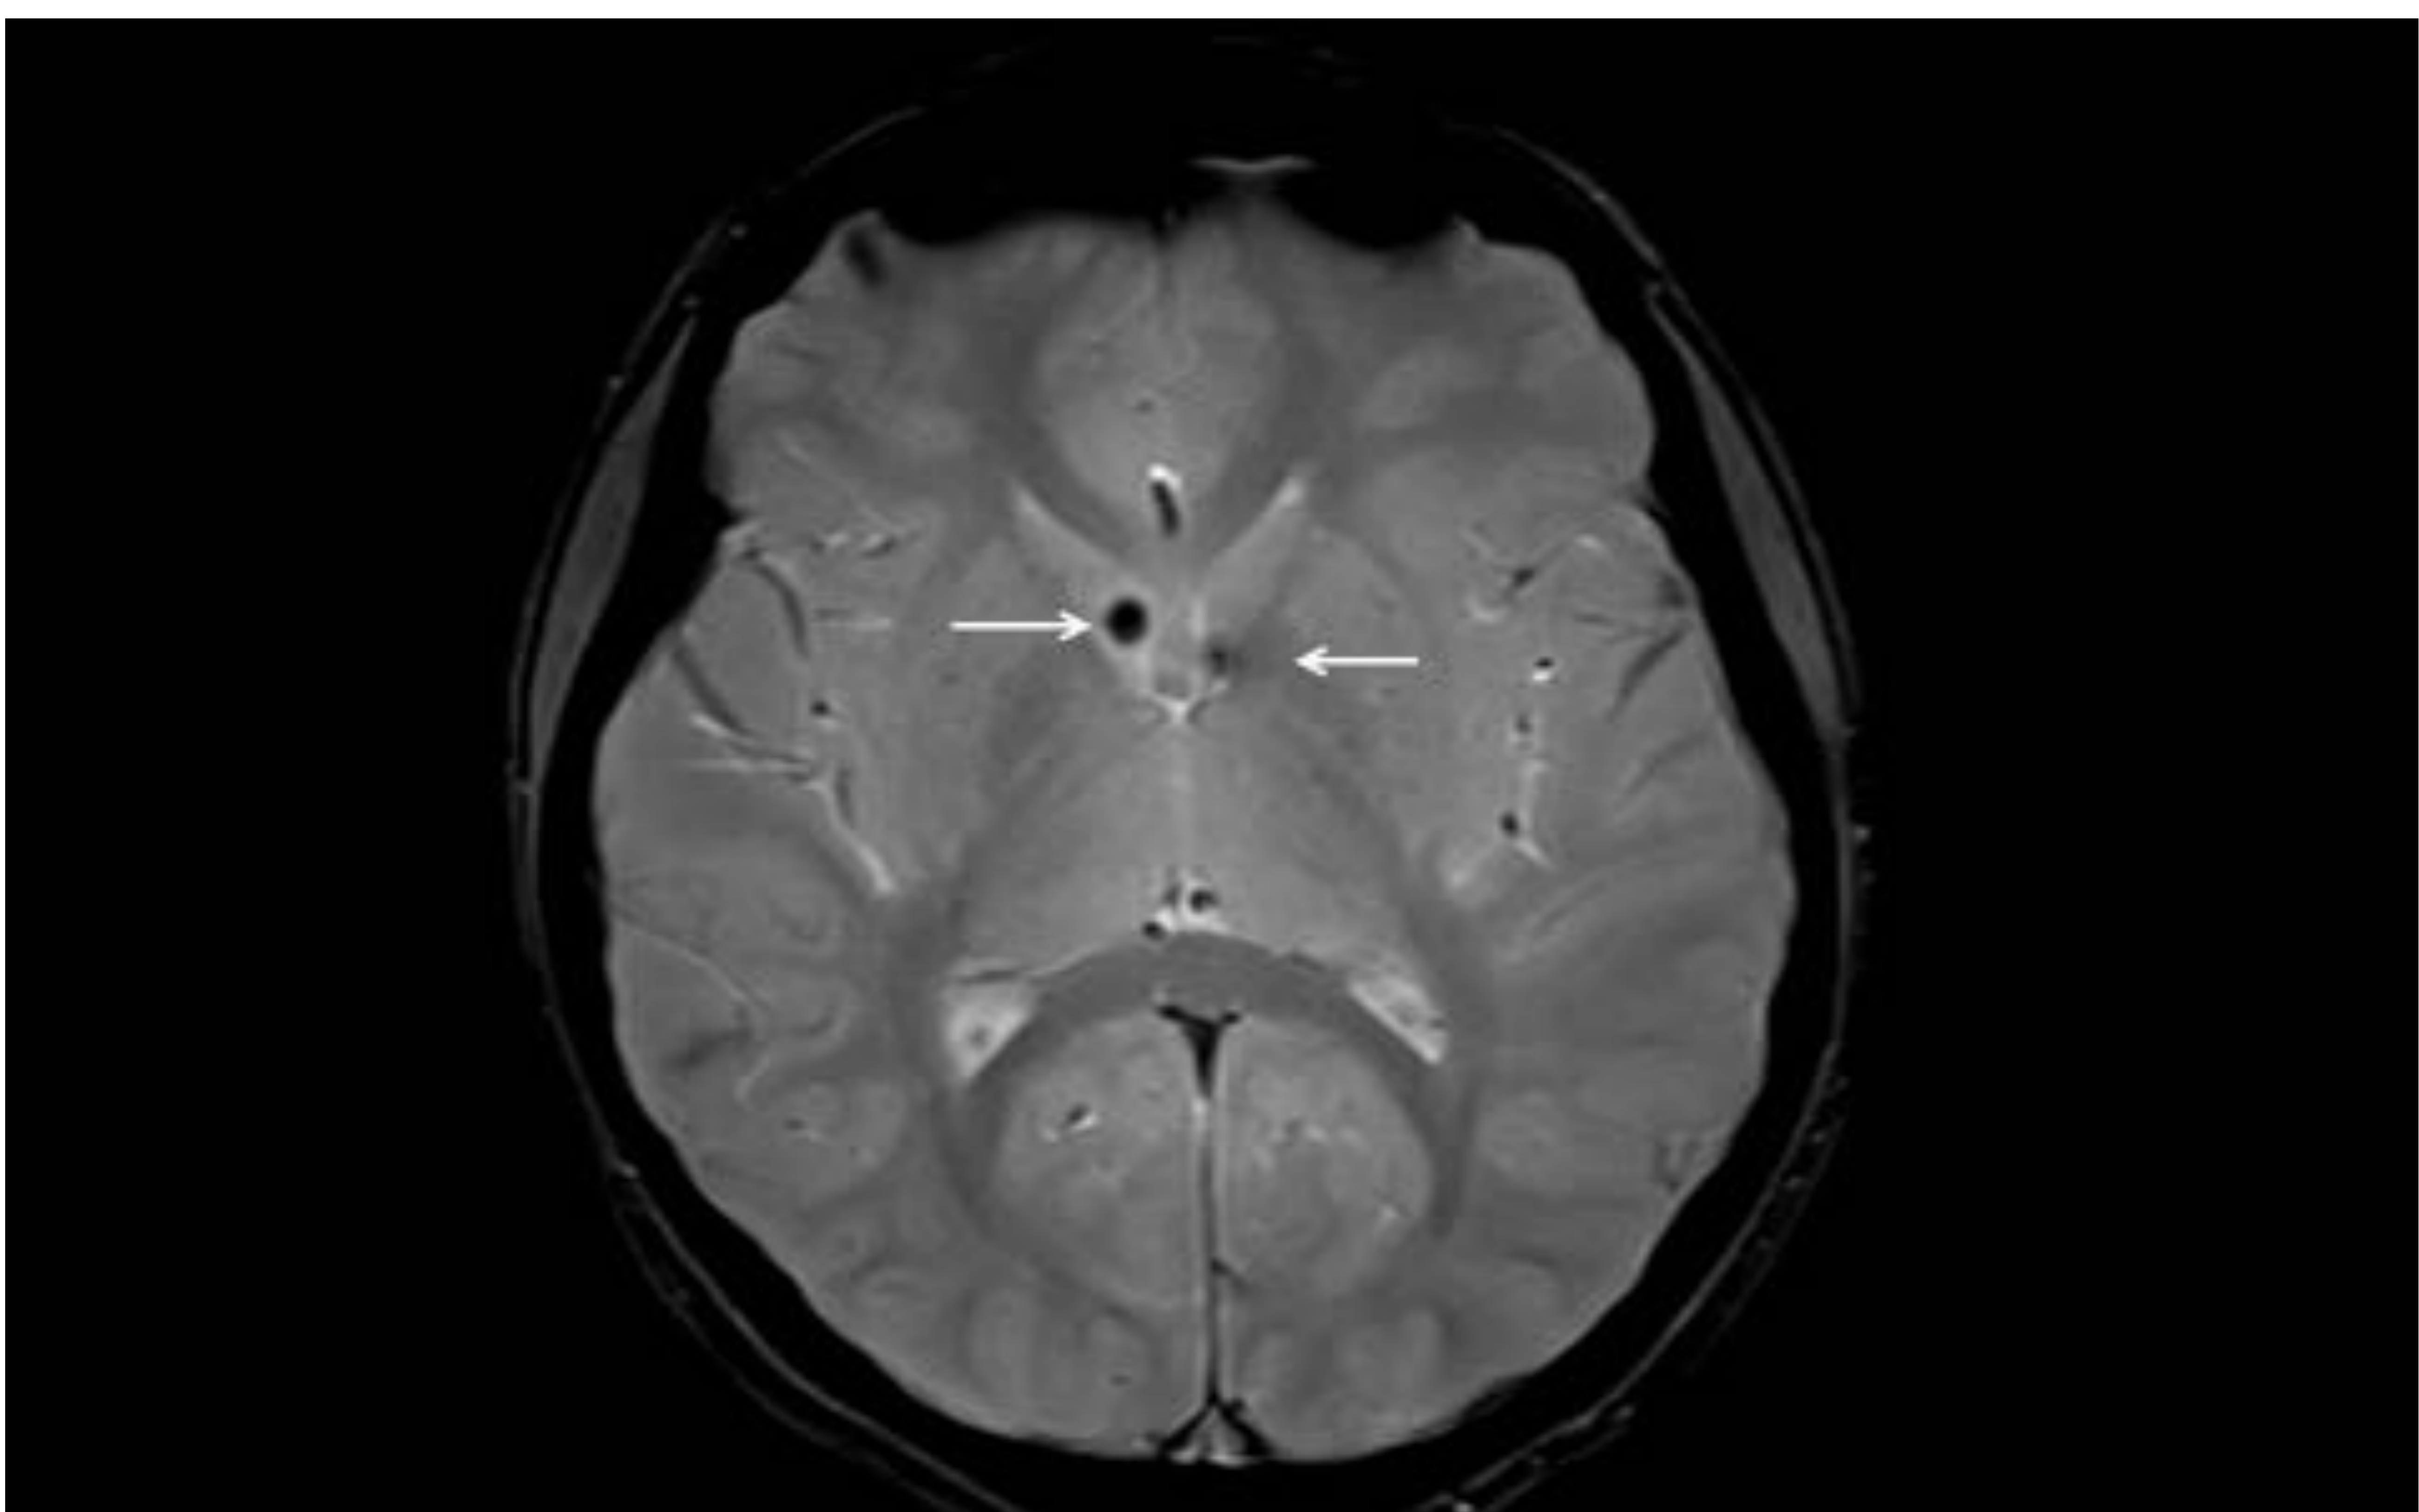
Misma paciente 3. RM cerebral secuencia axial T2 eco-gradiente donde se observan dos nódulos subependimarios (flechas).
